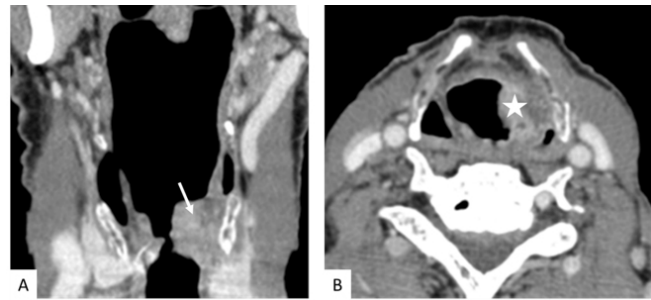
TDM cervicale injectée en coupe axiale et coronale:
